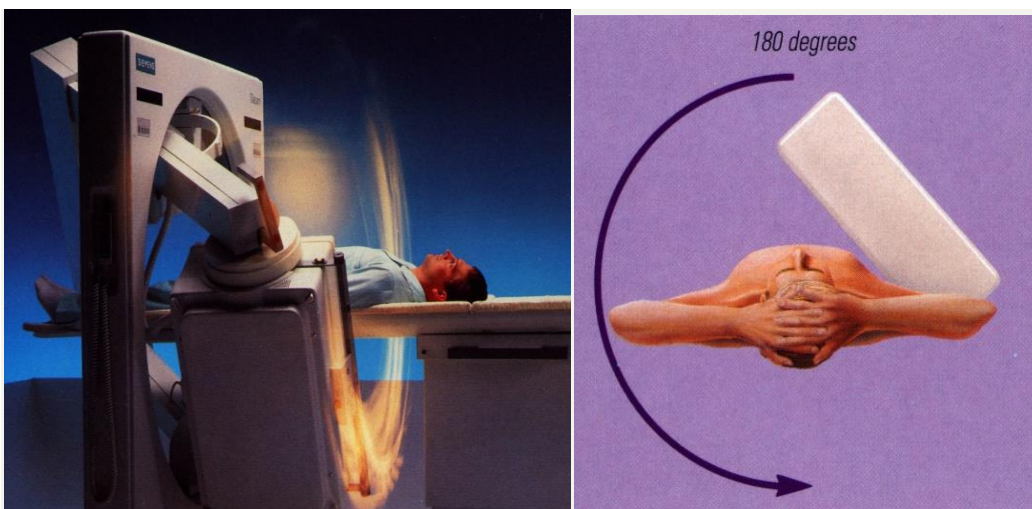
Принцип работы однофотонного эмиссионного компьютерного томографа
